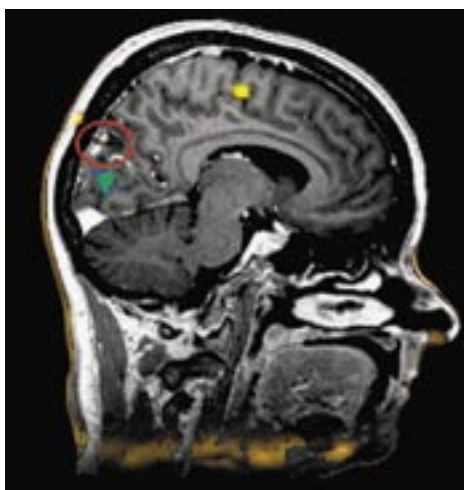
f-MRI onderzoek bij een patiënt met een arterioveneuze malformatie (AVM) in de occipitale regio (cirkel). Deze malformatie bevond zich op minder dan 2 cm van de activatiezone van de primaire visuele cortex, weergegeven in een groene kleur op deze sagittale en coronale beelden. Gezien de f-MRI bevindingen suggestief waren voor een letsel van de visuele cortex bij volledige chirurgische resectie, werd beslist om een partiële heelkundige extirpatie uit te voeren, gevolgd door een selectieve endovasculaire embolisatie; postoperatief was er een beperkte linker onderste kwadrantanopsie.
